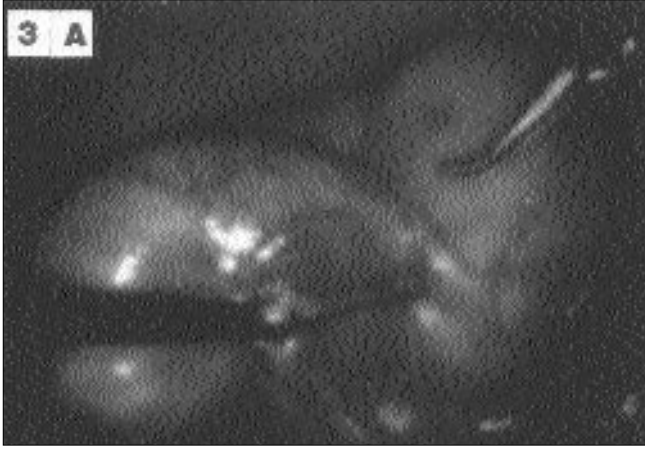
Sagittal MRG kesitlerinde iki ayrı fundus ve korpus ile lümende pozisyon değişikliğiyle taşların hareketi ve safra kanalı gözlenmektedir
